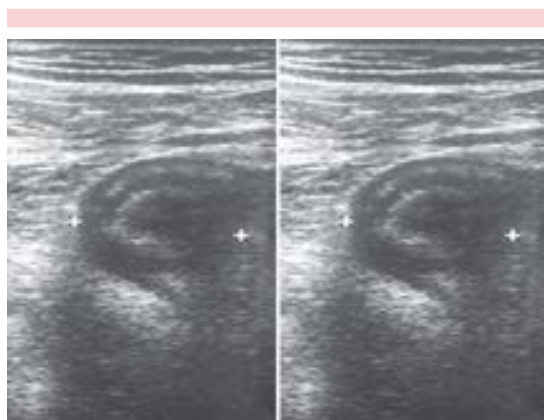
Ecografía de apéndice que se realizó por la sospecha de apendicitis aguda. El informe radiológico mostró: engrosamiento de la pared apendicular superior a 2 cm, motivo por el que antes de la operación se sospechó la existencia de un tumor.
